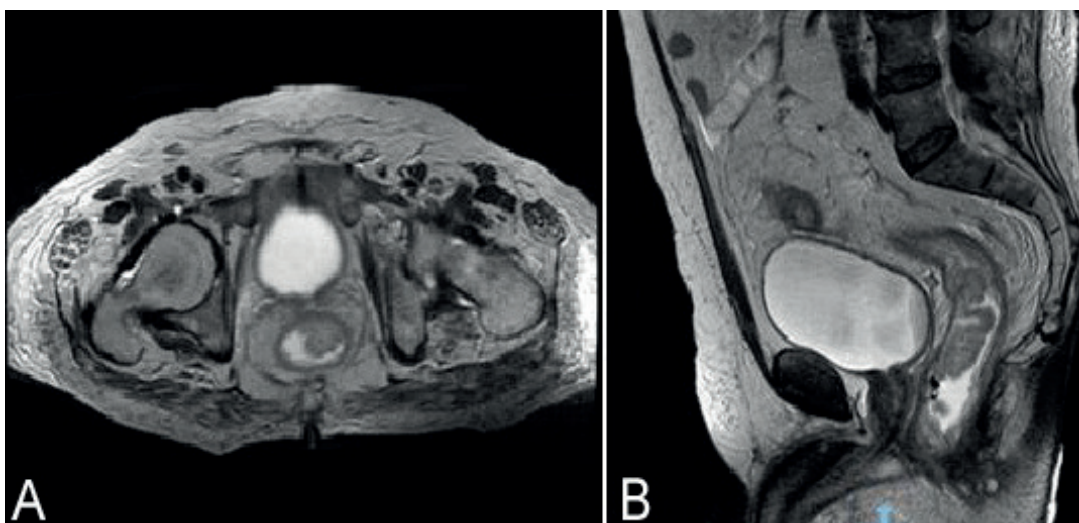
RMN con contraste endovenoso y gel endorrectal en secuencia T2. Corte axial (A) y sagital (B) donde se observa lesión sobreelevada y polilobulada en la cara anterior del recto medio e inferior. Fue estadificada como T2N0M0.
